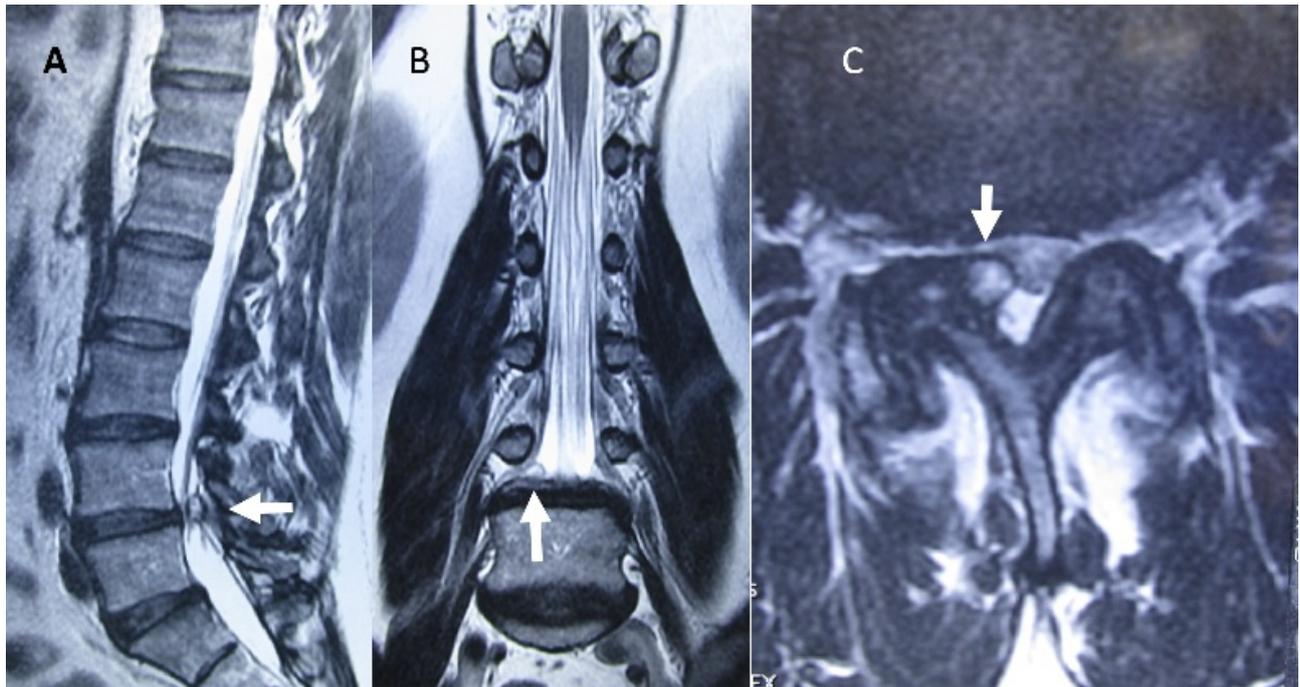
Imágenes de resonancia magnética ponderadas en T2, en (A) corte sagital, en (B) corte coronal, en (C) corte axial, mostrando: a nivel de L4/L5, presencia de quiste sinovial facetario derecho (flecha), ocasionando compresión radicular de la raíz L5 derecha y disminución del espacio dural (canal estrecho) a nivel L4/L5.
